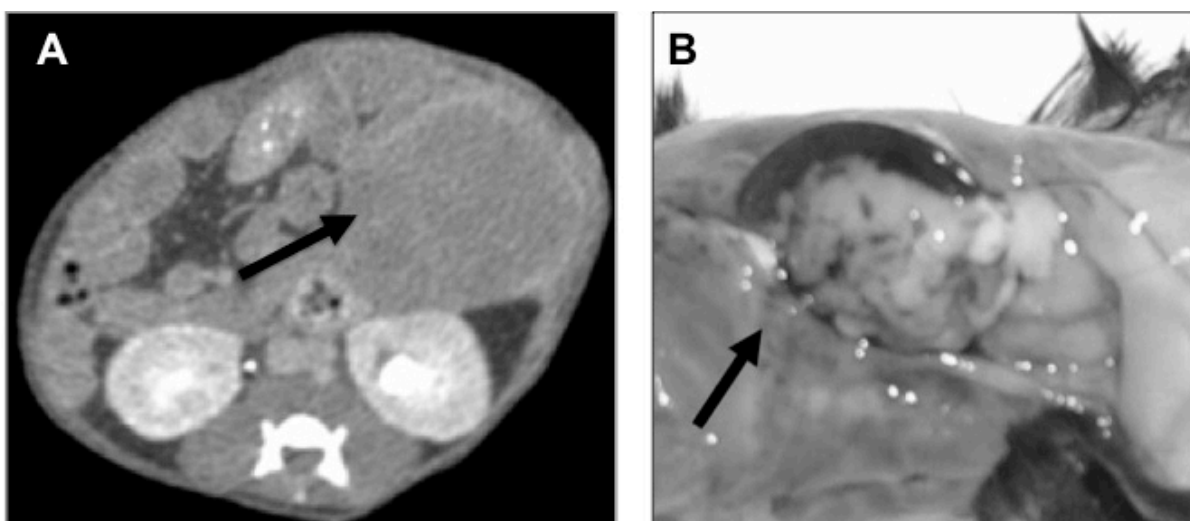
Exzellente Darstellung des orthotopen Tumorgeschehens mittels des Kleintier-CT-Gerätes „la Theta“, Zinsser Analytics: A) Linke Bildhälfte zeigt eine große Raumforderung mit peripherer Kontrastmittelanreicherung ventral der linken Niere, die dem Tumor entspricht. B) Rechts im Bild tatsächlicher Autopsiebefund.
